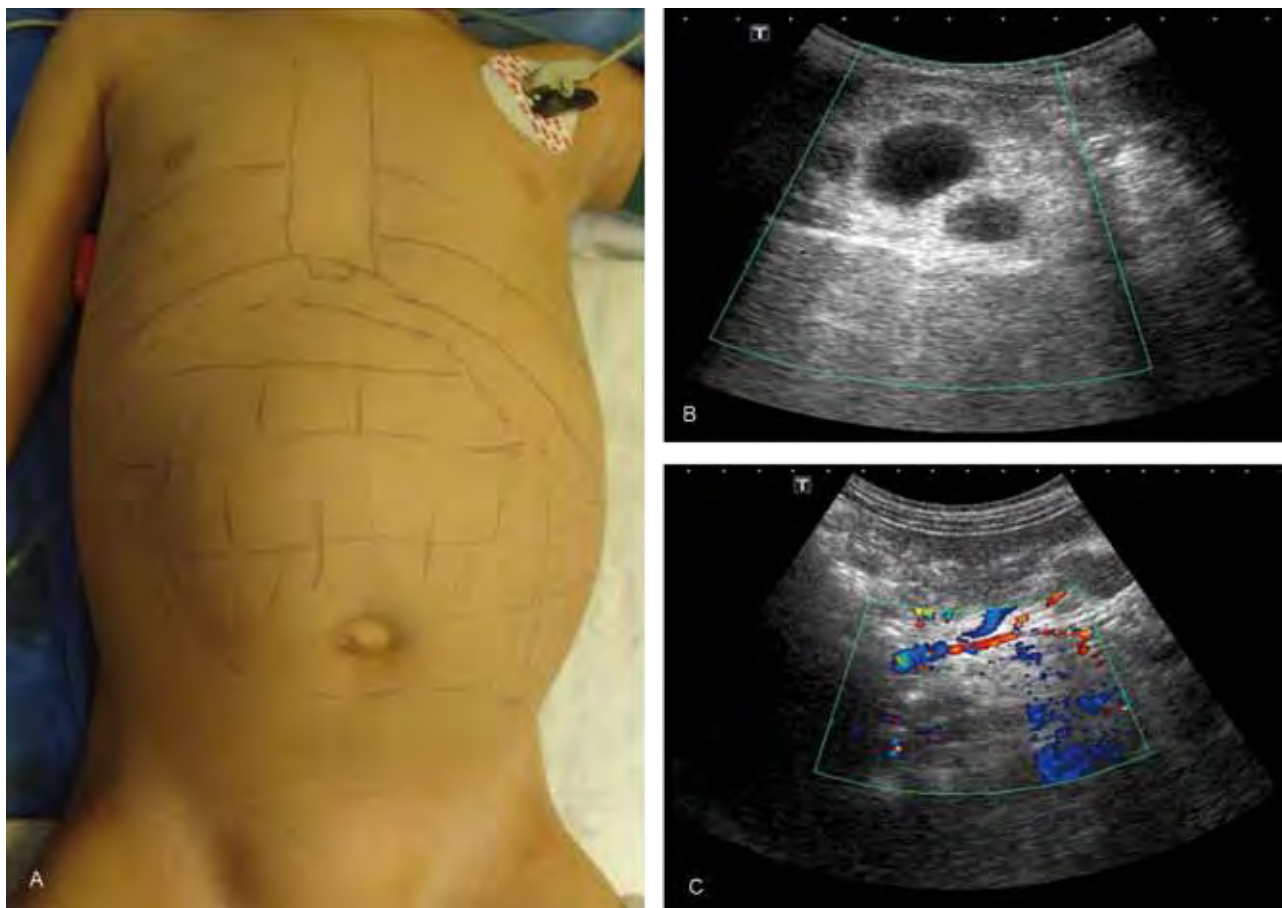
a) Lactante con tumoración abdominal dependiente de hipocondrio izquierdo. b) Ultrasonido abdominal con masa de ecogenicidad grasa, áreas hipoecoicas, redondas en su interior de las que no es posible determinar su origen. c) En la fase Doppler vena renal permeable.
